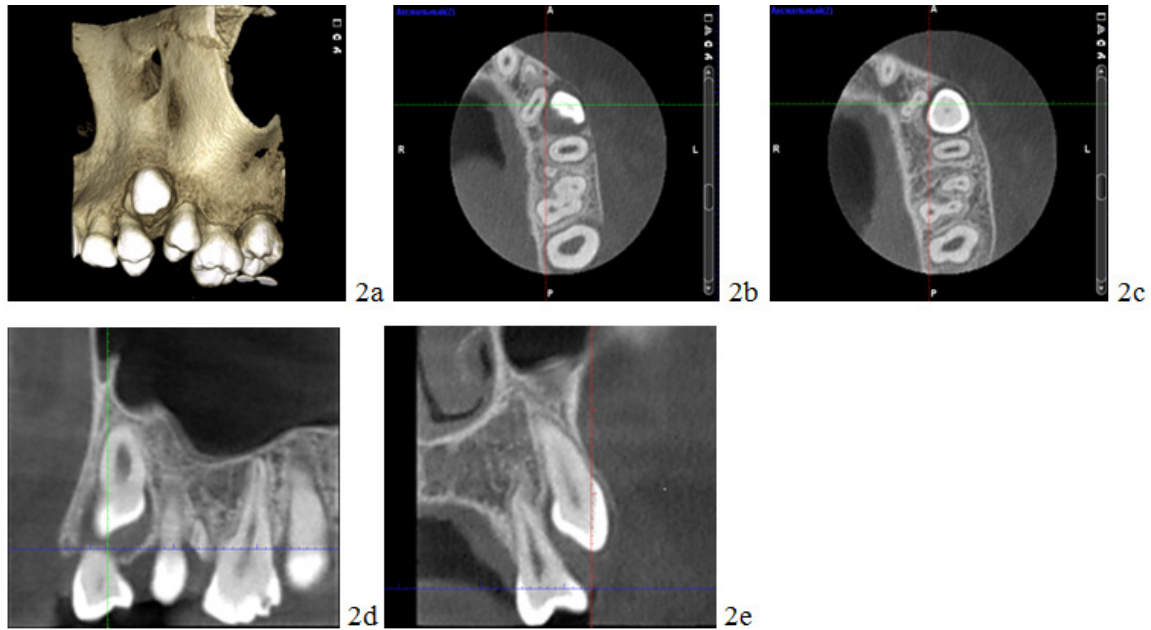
3D computer tomography of patient S. before the treatment
